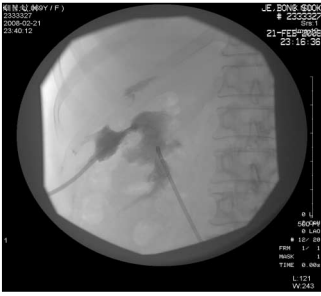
USG with fluoroscopy shows pus collection and PCD insertion on perihepatic area
